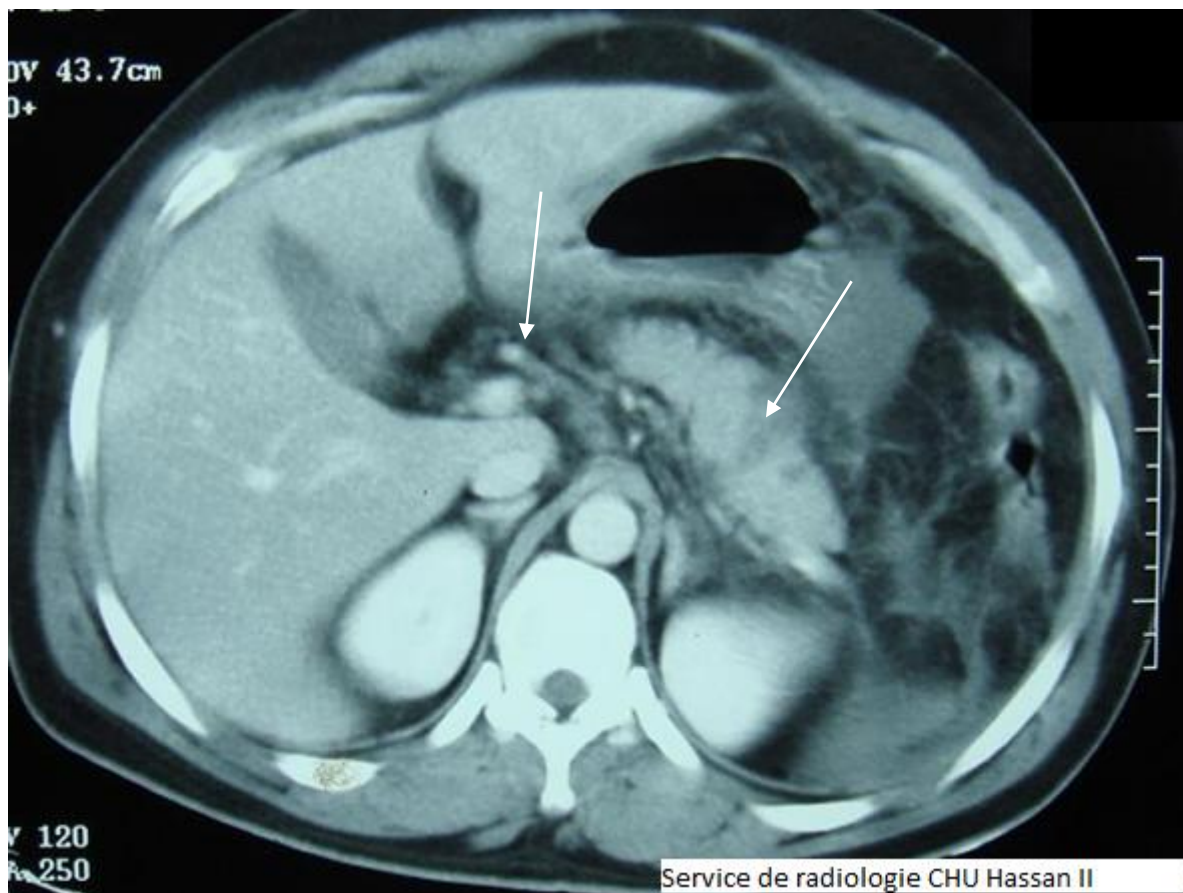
TDM abdominale, fracture de la région corporéo-caudale pancréatique avec plusieurs coulées de nécrose pancréatique (flèches).
